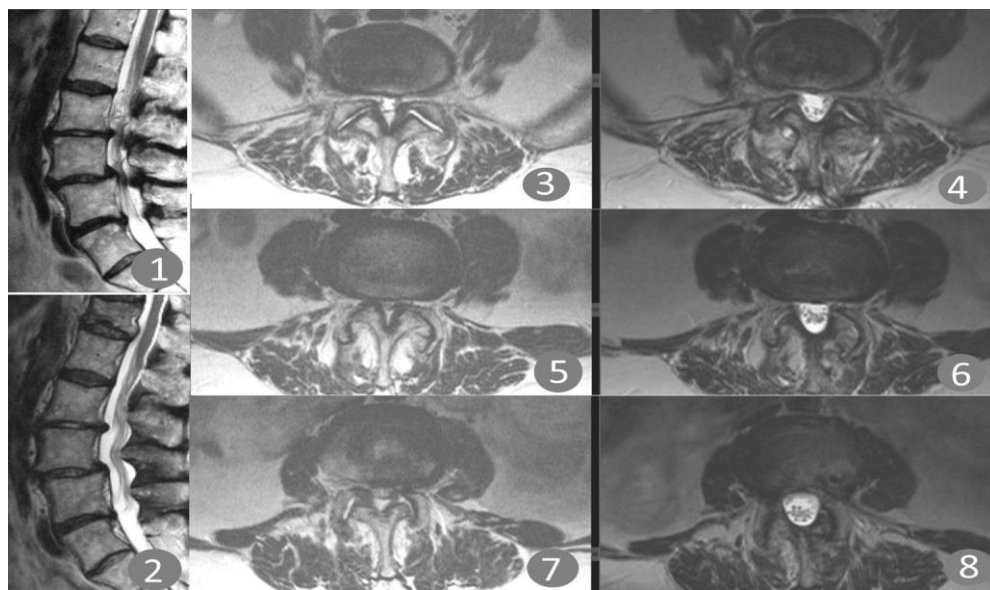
Клинический пример применения двусторонней микродекомпрессии из одностороннего доступа слева, МРТ T2 ВИ: 1, 3, 5, 7 – до операции, 2, 4, 6, 8 – после операции, 3, 4 – уровень L4L5, 5, 6 – уровень L3L4, 7, 8 – уровень L2L3 позвонков
